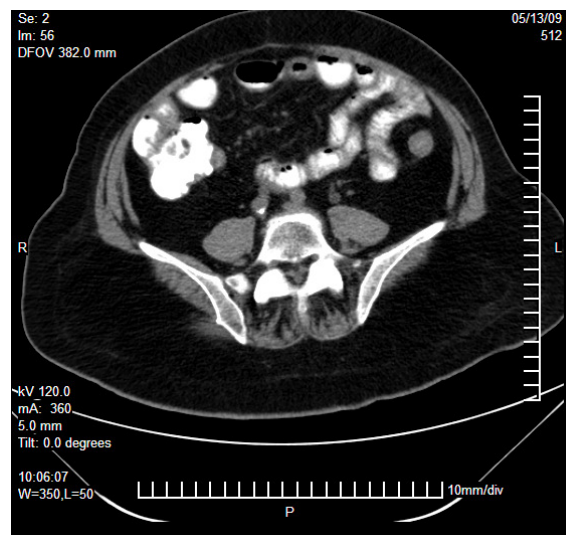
Tomografía contrastada de abdomen (control).
